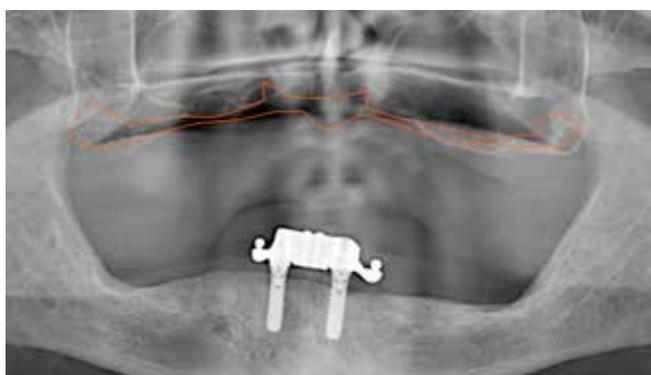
Radiographie panoramique pré opératoire avec volumes osseux résiduels
